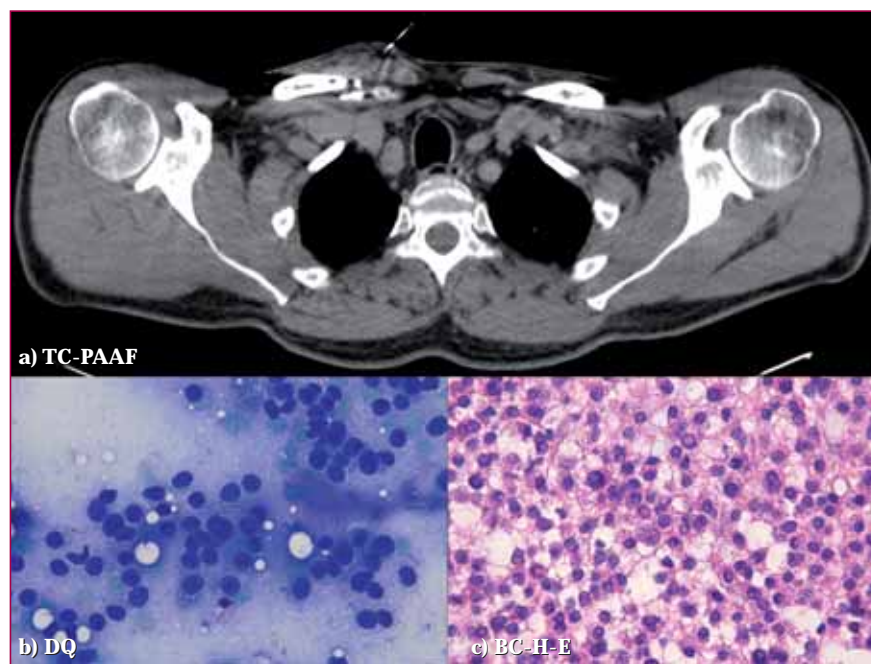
Lesión en el hueso supraclavicular derecho. a) PAAF guiada por TC en partes blandas. b) Población celular obtenida en la PAAF, tinción Diff-Quick. c) Bloque celular H-E.
